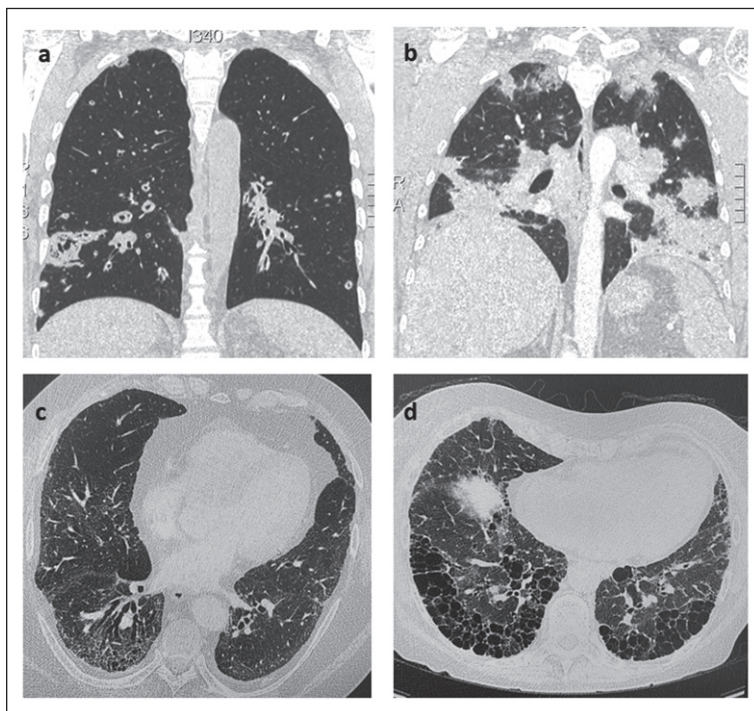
Imágenes de tomografía ilustrando patrones lesionales pulmonares más característicos en pacientes con vasculitis asociadas a anticuerpos anticitoplasma de neutrófilos. a) nódulos cavitados, b) hemorragia alveolar difusa, c) y d) enfermedad pulmonar intersticial fibrosante.
